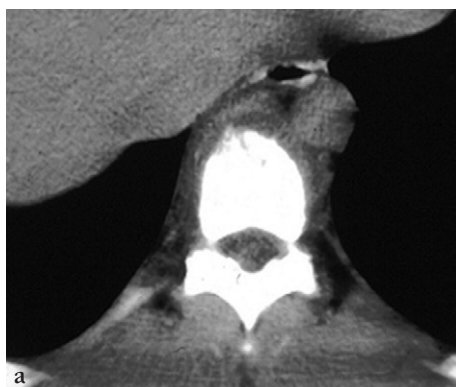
Spondylite tuberculeuse asymptomatique survenant chez un patient séropositif pour le VIH avec immunodépression marquée. (a) Coupe TDM axiale. (b) Coupe sagittale en IRM pondérée en T2. Les densités tissulaires périvertébrales ont permis de suspecter cette lésion vertébrale avec coulée prévertébrale de siège thoracique inférieur confirmée par l'IRM.
